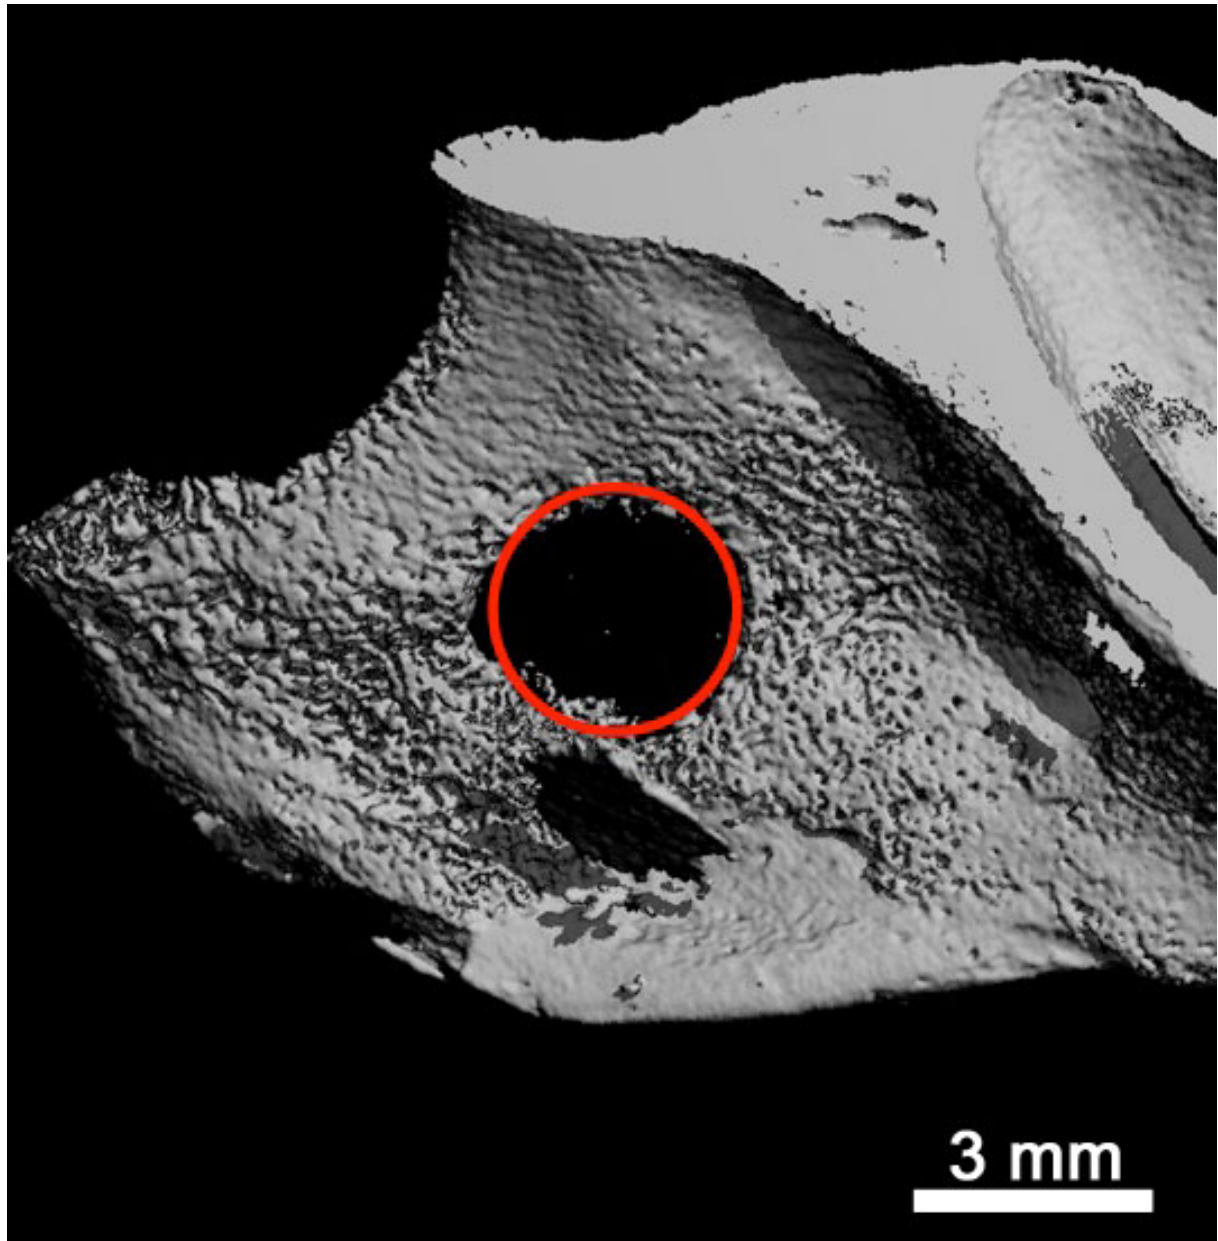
Bildgebung einer Probe der Gruppe B (10 Tage). In der 3D-Visualisierung der  $\mu$ -CT-Volumenaufnahme ist eine Veränderung der Randstruktur erkennbar. Die Randbereiche sind nicht mehr scharf vom umgebenden Knochen abgegrenzt, sondern scheinen angeknabbert.
